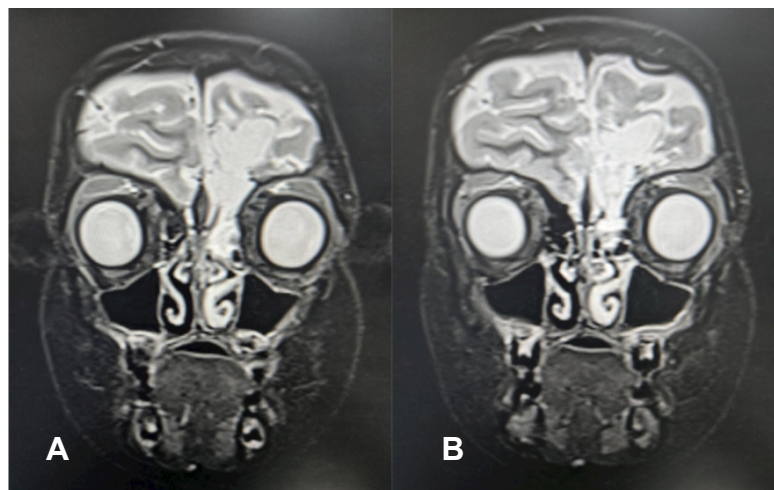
Resonancia magnética de los senos paranasales con contraste. A-B) Cortes coronales que evidencian ocupación de los complejos etmoidales anteriores izquierdos y defecto de la lámina cribosa, con comunicación al espacio subaracnoideo de la fosa craneal anterior. Figura propiedad de los autores.
